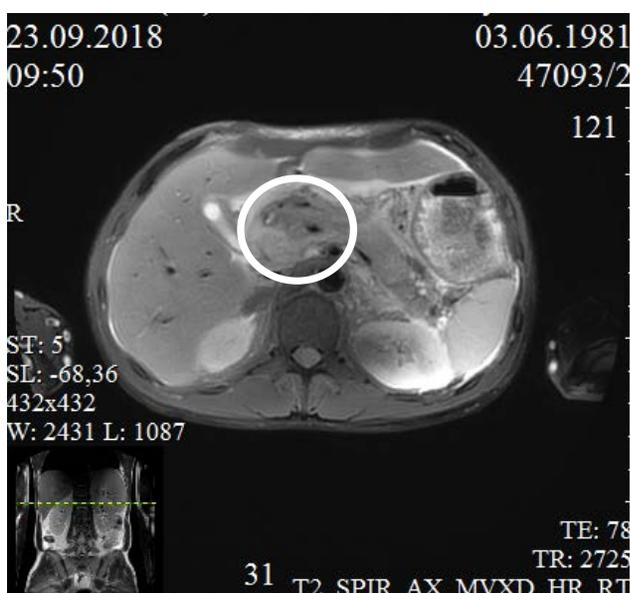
Магнитно-резонансная томограмма органов брюшной полости во время второй госпитализации (перед операцией)
